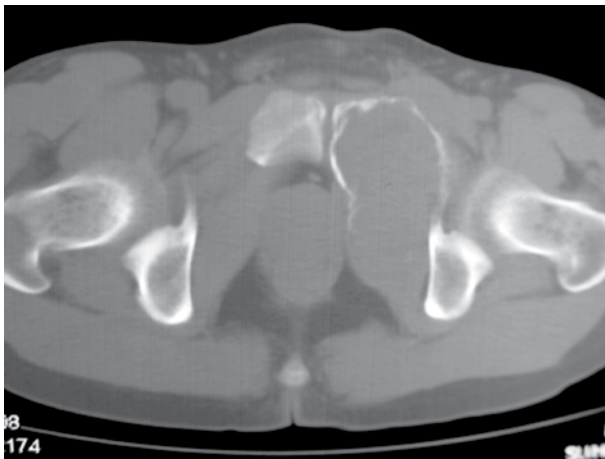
TAC de pelvis. Lesión lítica expansiva con ruptura de la cortical y extensión hacia partes blandas.
